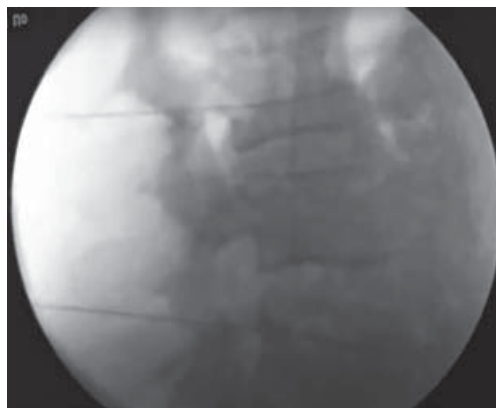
Рентген-контроль (боковая проекция) установки иглы для проведения химической поясничной симпатэктомии
